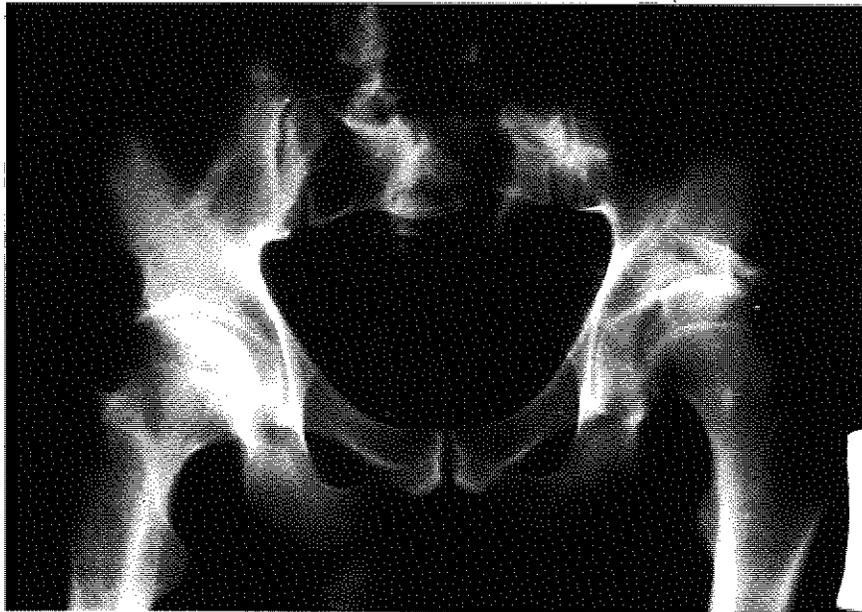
Caso II, C.P.. Aspetto radiografico della frattura (sopra), e a distanza di 1 anno dall'intervento (sotto). Risultato radiografico: ottimo. Risultato funzionale: ottimo.
